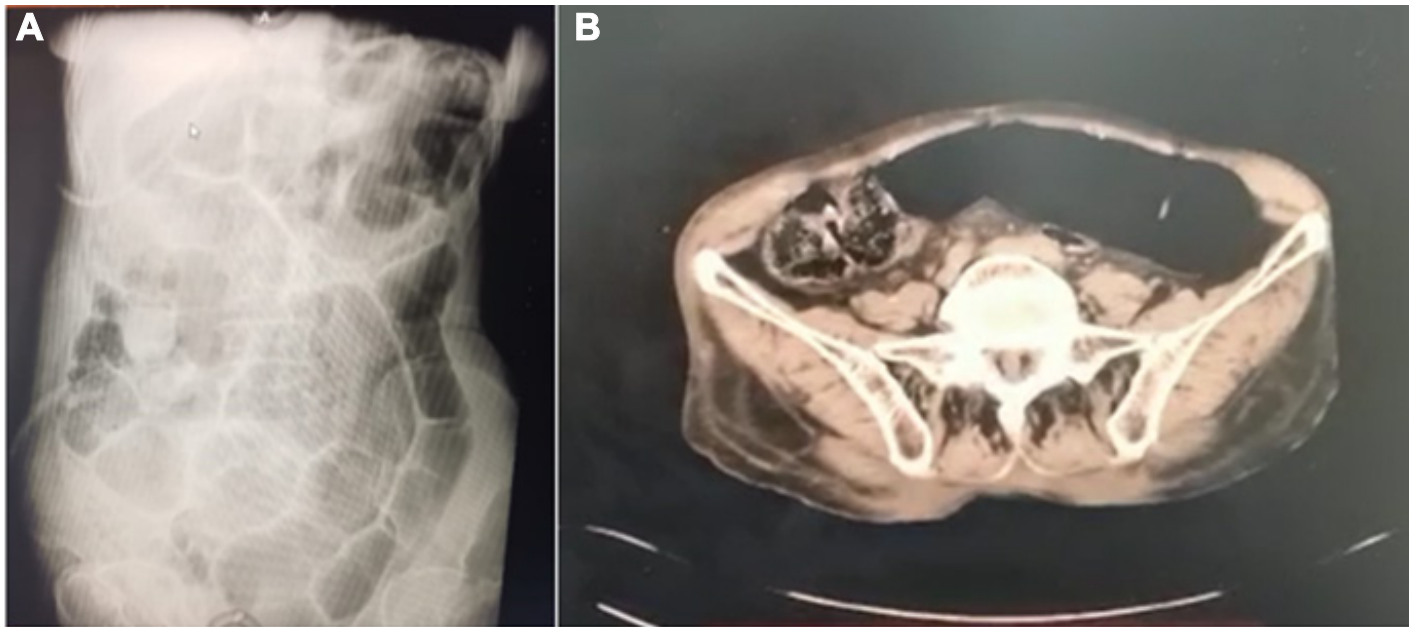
A) Imagen radiografica de abdomen donde se observa distensión importante de colon ascendente transverso y descendente y asas intestinales de intestino delgado, B) TAC Abdominal: Distensión severa de asas intestinales, distensión vesicular importante, sin evidencia de obstrucción intestinal.
